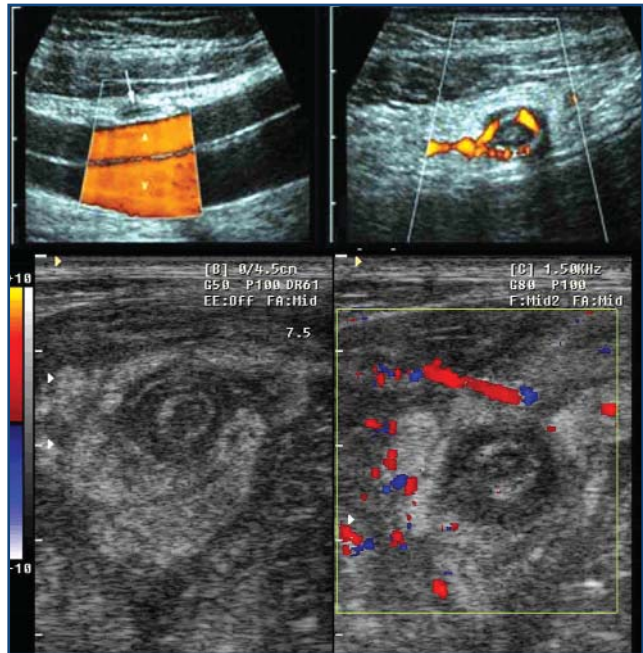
Eco-doppler. Izquierda: apéndice normal que se aplasta con la compresión por encima de los vasos femorales; derecha: gran vascularización por la inflamación de la pared. La afectación inflamatoria mayor se encuentra en mesoapéndice, lo que sin tratamiento puede producir un absceso periapendicular.
